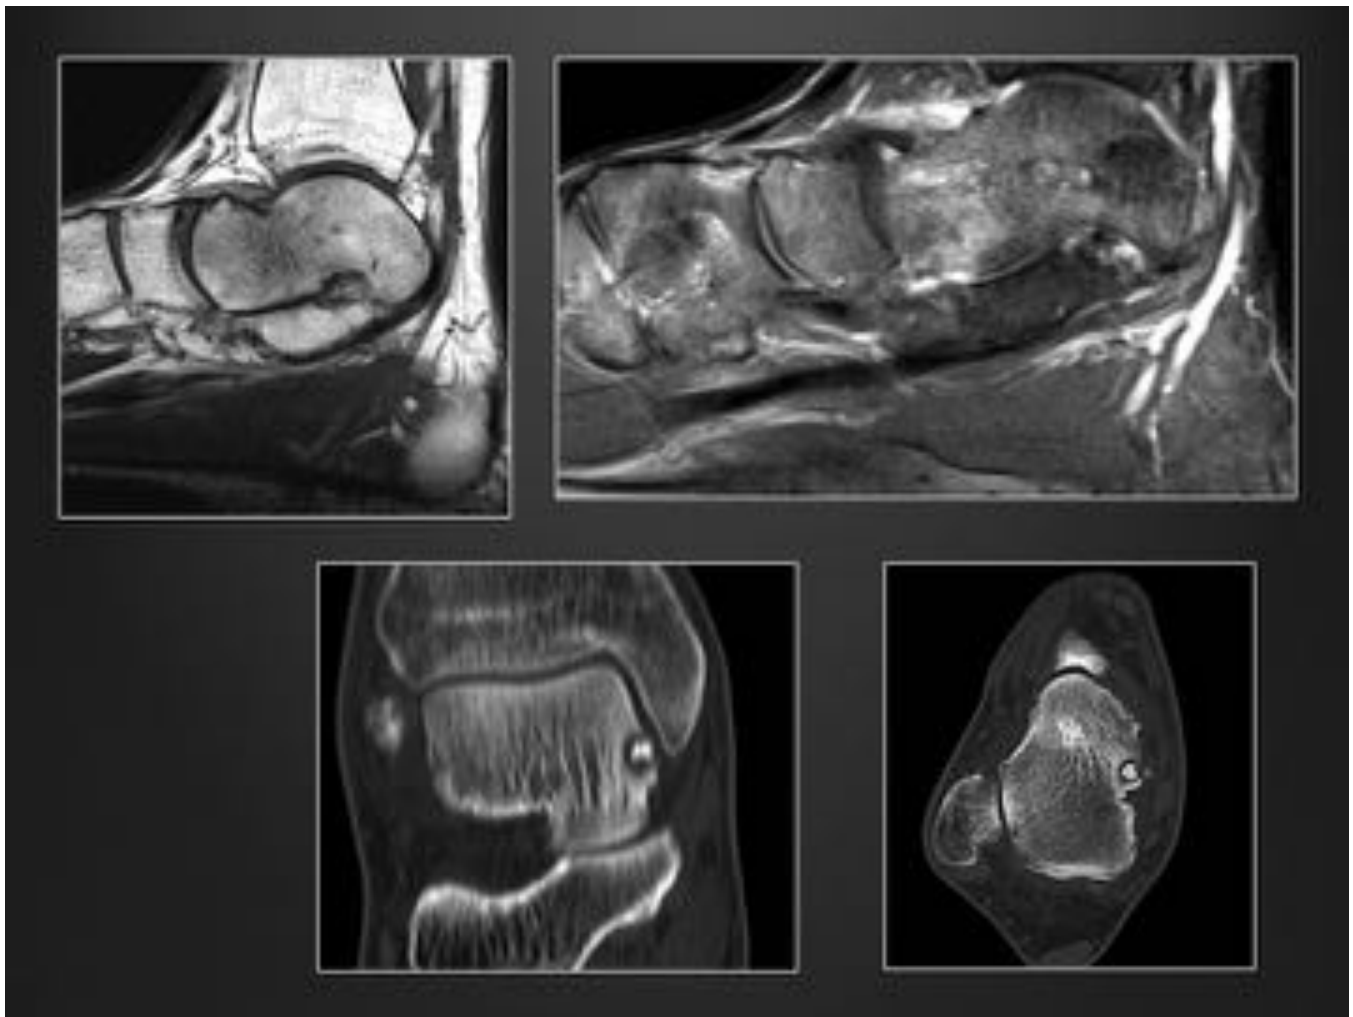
Diagnóstico de imagen de fractura de estrés. En las imágenes de RM (T1 y Stir) se observa edema óseo en cuello del astrágalo, sugestivo de reacción de estrés. Sin embargo, en el estudio TC se pone de manifiesto imagen típica de nidus del osteoma osteoide en el margen más medial del astrágalo.
